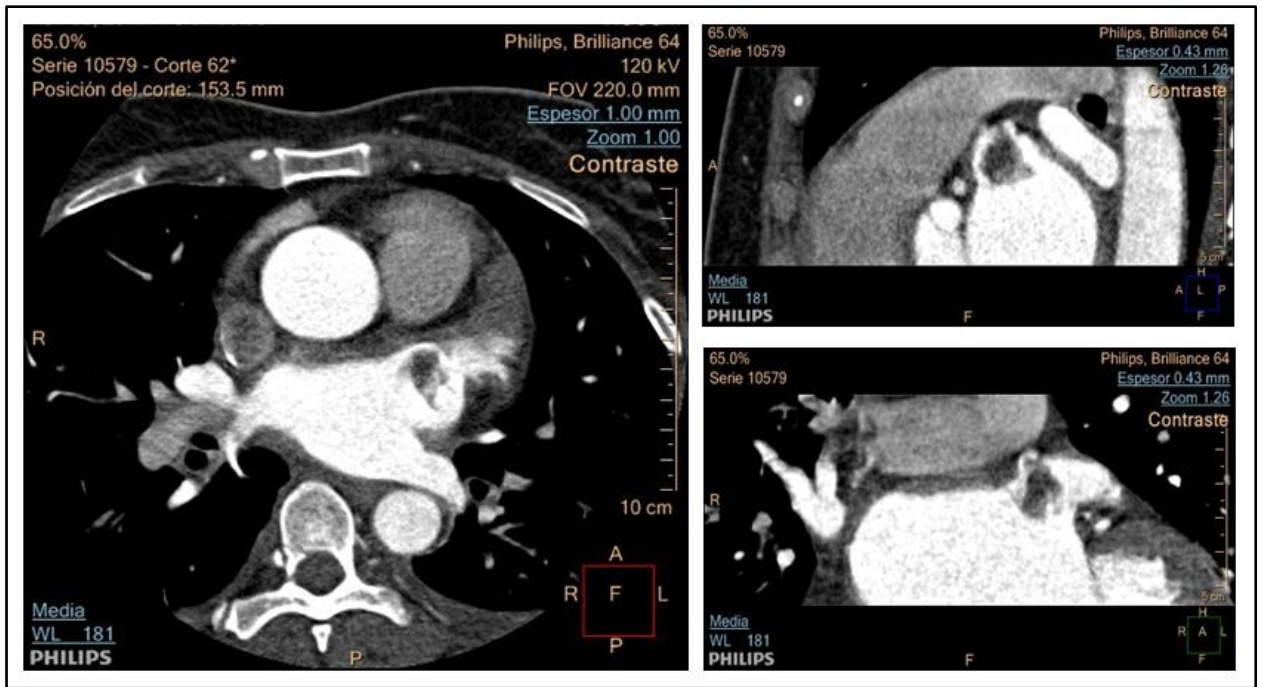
TAC. Masa muy móvil, anclada en la zona del ligamento de Marshall, de bordes irregulares, no infiltrante, con baja atenuación (40-50 UH) y sin captación significativa tras inyección de contraste intravenoso
